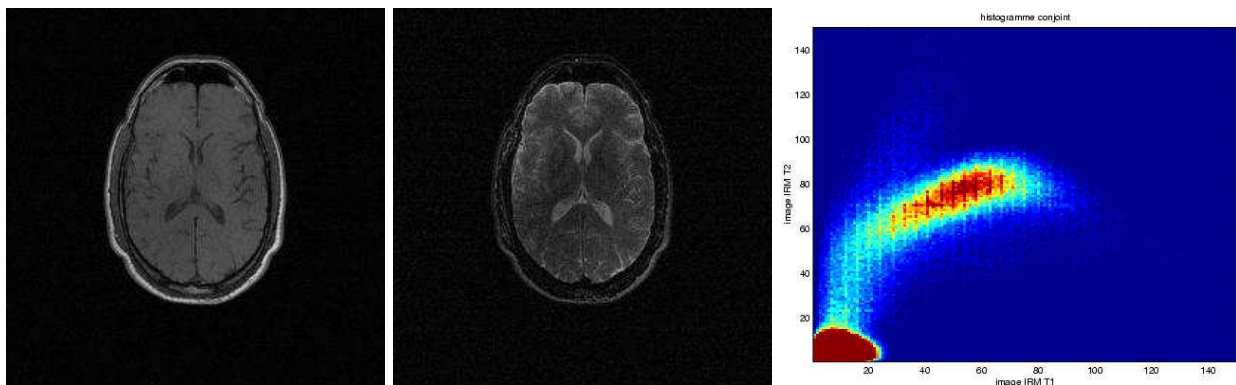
Histogramme conjoint de deux acquisitions IRM du même patient mais de modalités différentes; à gauche : coupe IRM pondérée en T1; au milieu : coupe IRM pondérée en T2; à droite : histogramme conjoint des deux images. Nous pouvons remarquer que nous n'obtenons pas une droite alors que nos images sont parfaitement recalées.*
